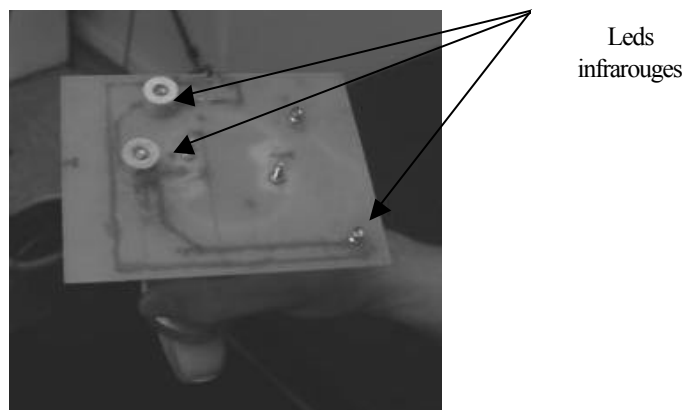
14 : Support des Leds installées sur la sonde échographique
